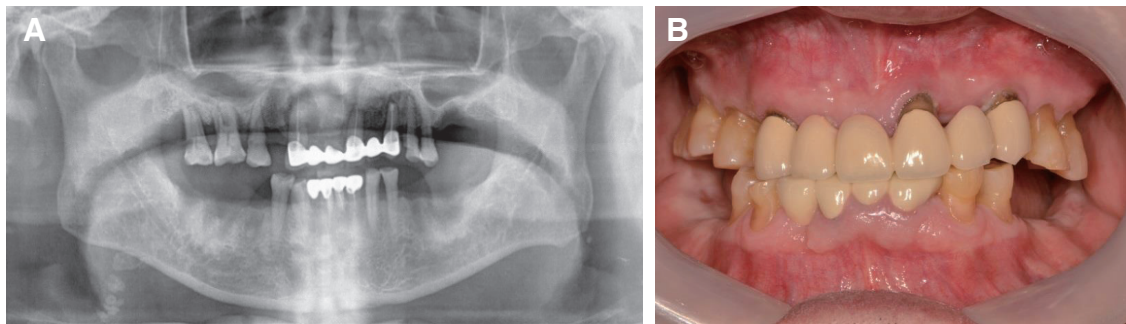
(A) Initial panoramic radiograph, (B) Intraoral photo.
